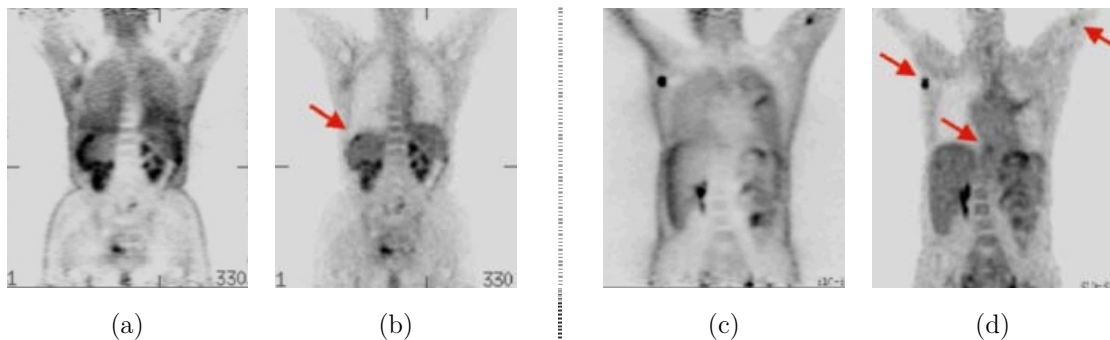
Comparação entre imagens de PET de corpo inteiro (corte coronal) de dois sujeitos sem correcção de atenuação – (a) e (c) – e com correcção de atenuação – (b) e (d). Verifica-se a presença de lesões nas imagens corrigidas não identificadas pelas imagens de PET não corrigidas [35].
